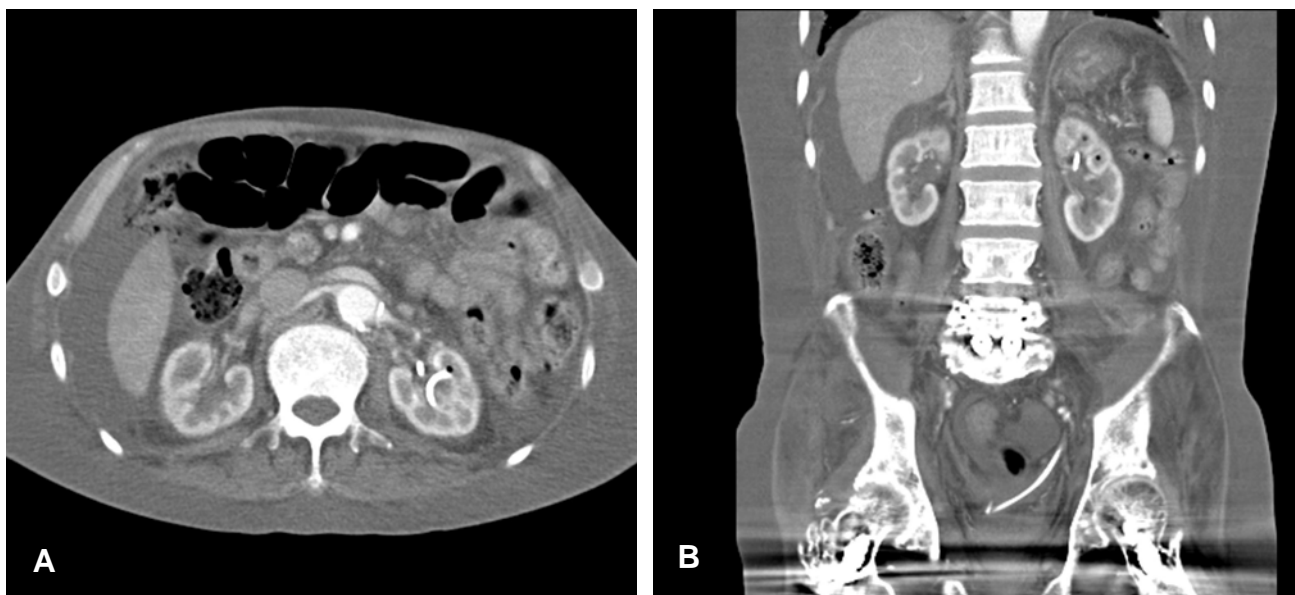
Follow-up abdomino-pelvic CT shows resolution of the bilateral hydronephrosis and a decrease in the multilobulated fluid collection in the pararenal space and left psoas, iliacus, and transversus abdominis muscles.
